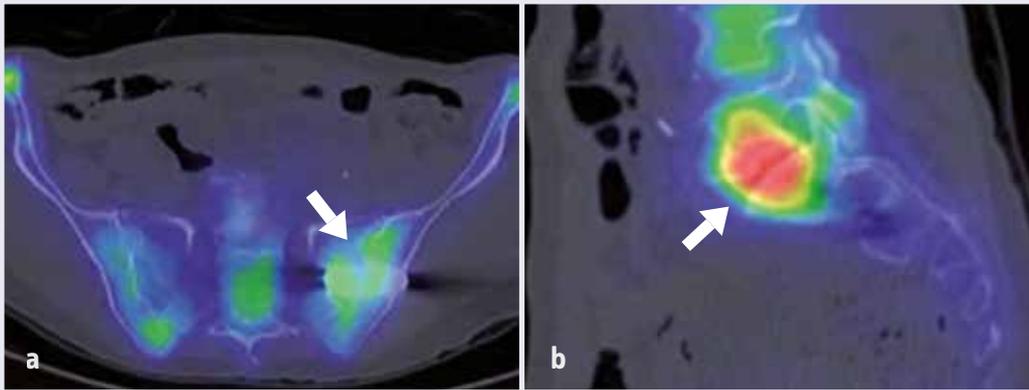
Unklare Beschwerden bei Status nach Verschraubung des linken ISG, DD Schraubenlockerung, Restinstabilität. Die SPECT/CT zeigt eine regelrechte Integration mit residuellen Ein-/Umbauvorgängen nach Verschraubung (Bild a, Pfeil). Als Schmerzursache konnte eine deutlich aktivierte Osteochondrose LWK 5/SWK 1 identifiziert werden (Bild b, Pfeil).
